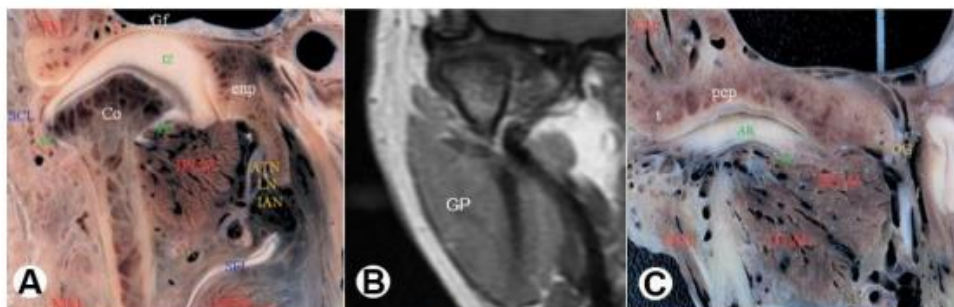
Cortes a nivel del disco articular. A: Espécimen en coronal (TM) Músculo temporal, (MM) Músculo masetero, (IPLM) Vientre inferior del músculo pterigoideo externo, (SFL) Ligamento esfenomandibular, (SCL) Ligamento colateral lateral, (Co) Cóndilo mandibular, [(IAN) Nervio dentario inferior, (LN) Nervio lingual, (ATN) Nervio auriculotemporal, en la RM no se evidencia los nervios solo señala el lugar donde estarían], (MPM) Músculo pterigoideo interno. Tomado de: Alomar et al., (15). B: RM en corte coronal (GP) Glándula parótida. C: Espécimen en coronal (SPLM) Vientre superior del músculo pterigoideo externo. Tomado de: Alomar et al., (15).
